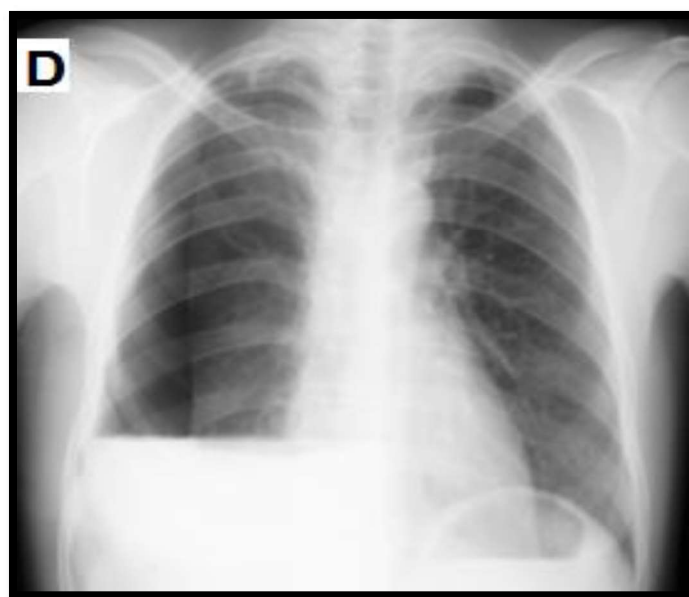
Radiografia de tórax evidenciando hidropneumotórax à direita.
